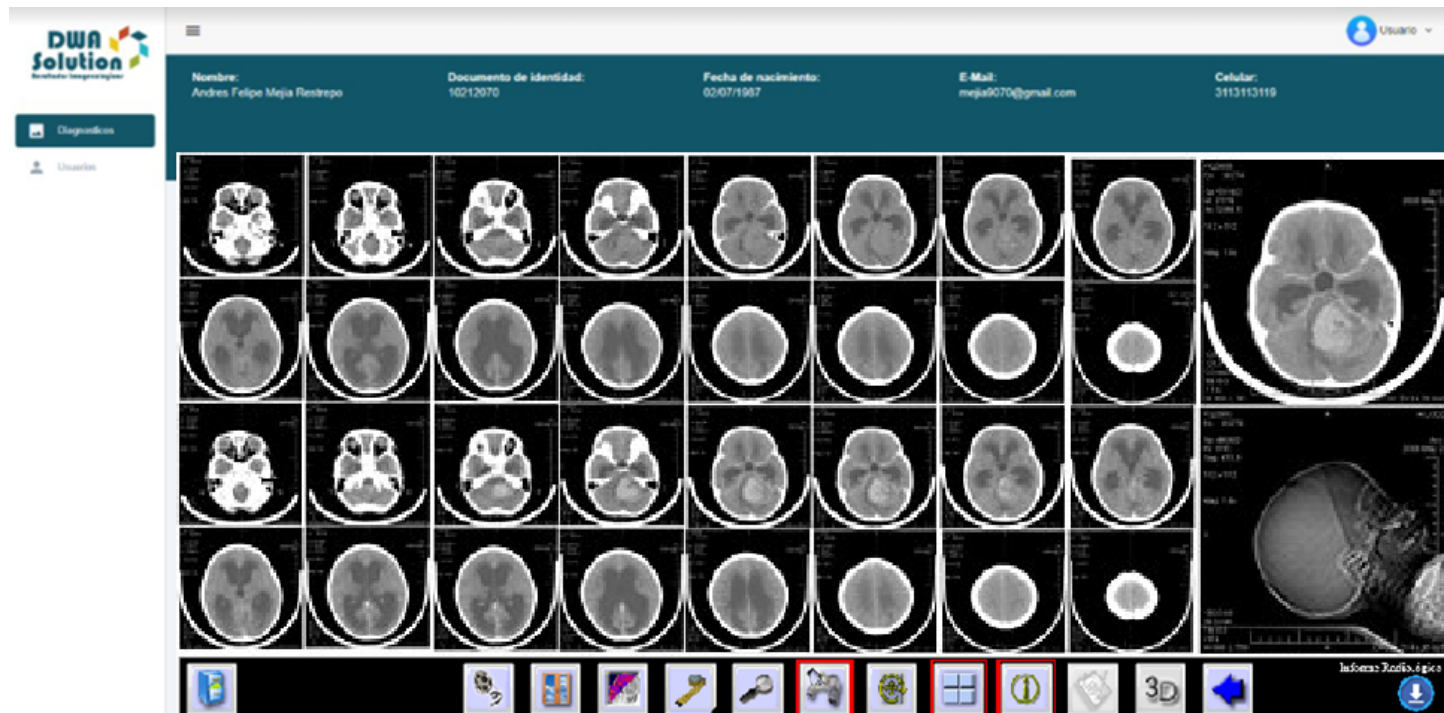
Plataforma –Tomografía cerebro. Recuperado de: Mejía, A (2021)
